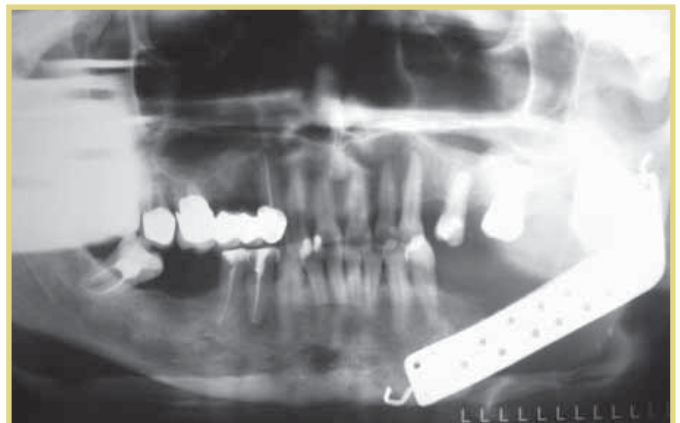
Та же пациентка. Контрольная обзорная рентгенограмма
